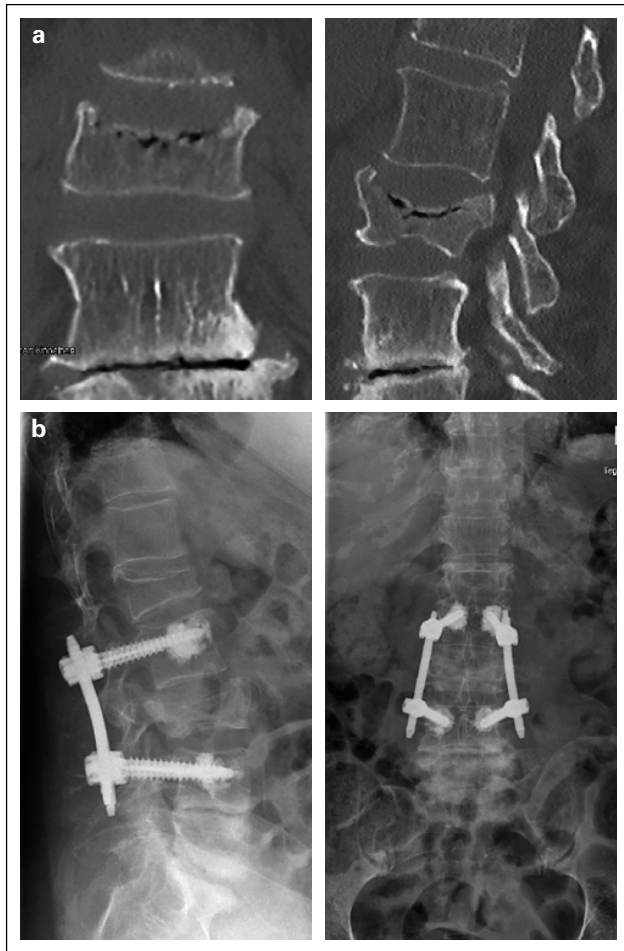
(a) Präoperatives CT bei osteoporotischer Wirbelkörperfraktur LWK 3. (b) Osteoporotische Wirbelkörperfraktur LWK 3 nach dorsaler Instrumentierung mit Zementaugmentierung der Schraubenlager.
